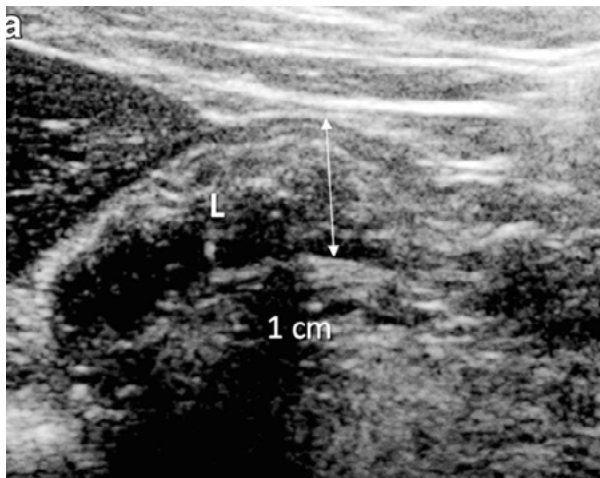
Ecografía de apéndice en fibrosis quística: engrosado con material mucoide ecogénico y ausencia de inflamación periapendicular.
